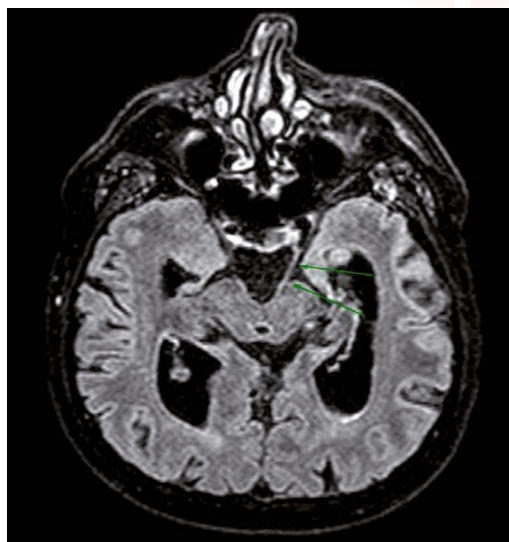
Engrosamiento e hiperseñal en el trayecto cisternal del III par craneal izquierdo, en secuencia FLAIR de RM.
